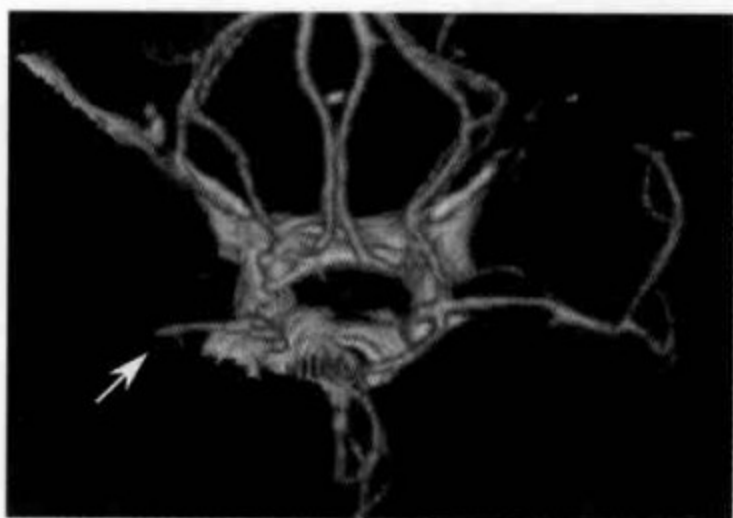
脑血管 CTA 显示右侧 MCA 闭塞(0级)
